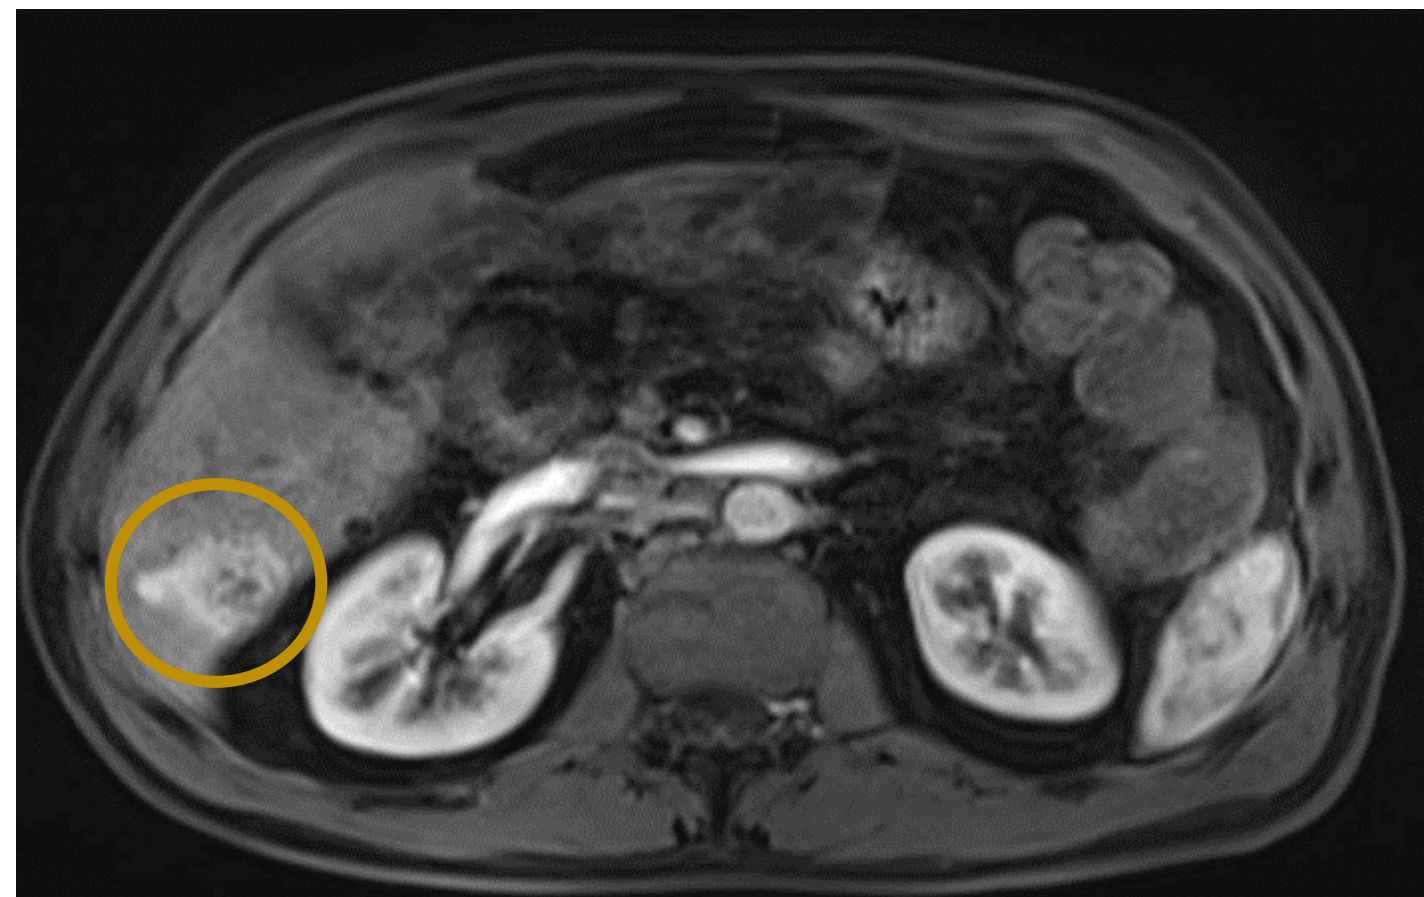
RM: Lesión de 43 mm en segmento VI periférico.
